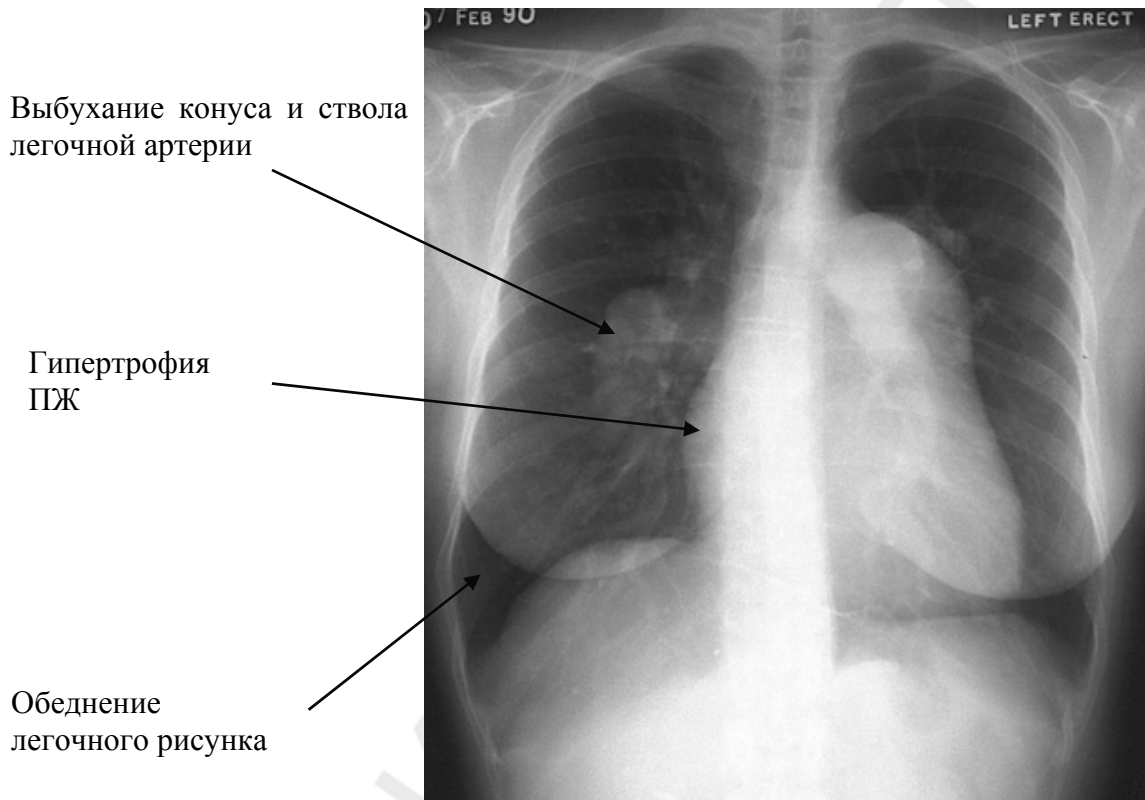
Рентгенография органов грудной клетки больного ЛГ
